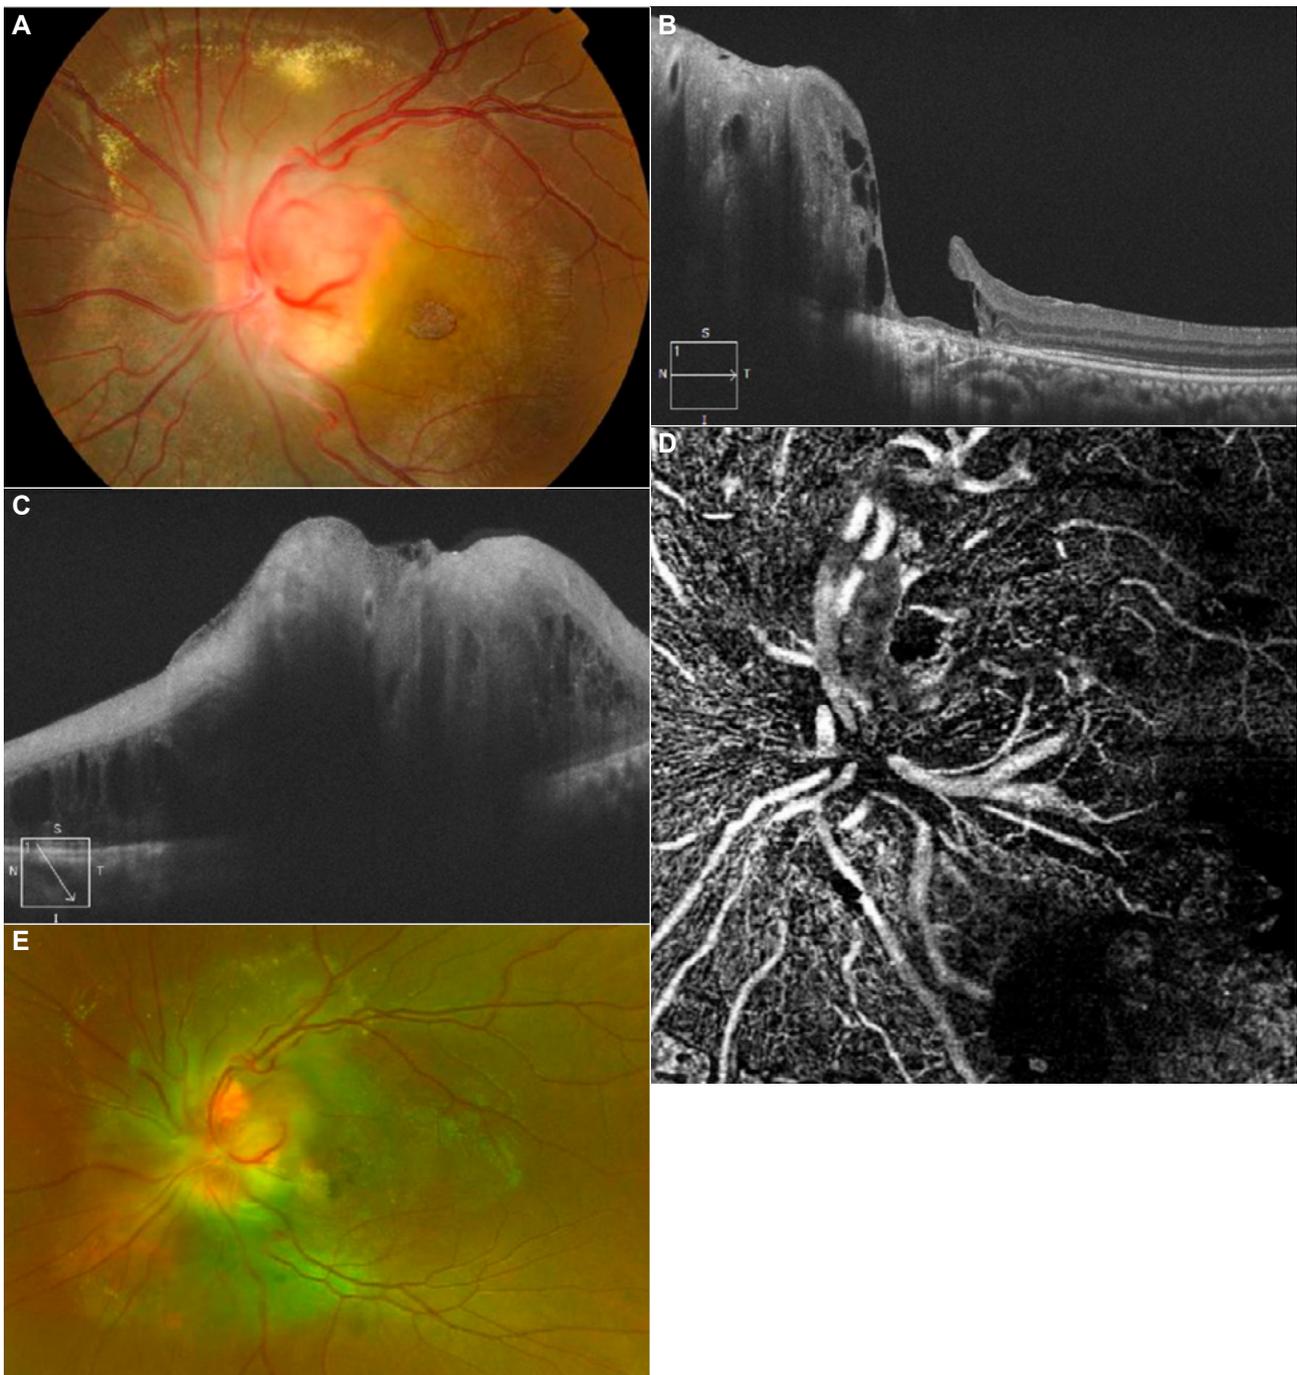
Hemangioma capilar retiniano peripapilar. A. Retinografía en la que se observa la lesión peripapilar y en este caso destaca la presencia de arteria nutricia. También se puede apreciar un pseudopapiledema, fluido y exudación circundante, así como atrofia macular central. B. Tomografía de coherencia óptica (OCT), en el corte horizontal se aprecia un agujero macular lamelar con gran atrofia de capas externas y desestructuración retiniana asociada a la tumoración. C. OCT en corte sobre el hemangioma en la que se aprecia la densidad de la lesión e incluso se aprecia un vaso interno. D. Angio-OCT en la que destaca la dilatación del vaso aferente. E. Retinografía después de ser tratado con terapia fotodinámica y láser. Se puede observar una reducción en la exudación lipídica y serosa, así como una leve atrofia de la tumoración.
